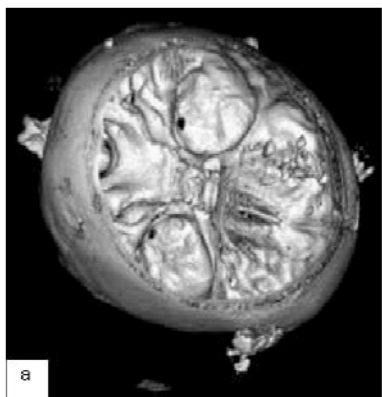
а-г Многооскольчатый перелом лобной кости слева с распространением линейных переломов на лобную кость, костные отломки визуализируются снаружи на 3мм, внутри в мозговой ткани на протяжении 44,5x12,5x33,7мм, единичные инородные тела (костные отломки) вдоль серпа слева, многооскольчатый перелом лобной кости справа в области лямбдовидного шва с распространением линейных переломов на правую теменную кость, чешую правой височной кости и на лобную с диастазом до 3,8мм, с переходом на сагиттальный шов, линейный перелом правой височной кости, оскольчатый перелом медиальной стенки левой глазницы со смещением отломка в полость глазницы на ширину кости и верхней стенки правой глазницы без смещения костного осколка. Контузионный очаг в лобной доле справа. На фоне артефактов от костей в лобно-теменной области справа нельзя исключить плащевидную субдуральную гематому. Субарахноидальное кровоизлияние (САК). Сглаженность борозд в обеих гемисферах. Пневмоцефалия. Пневмофтальм справа.
